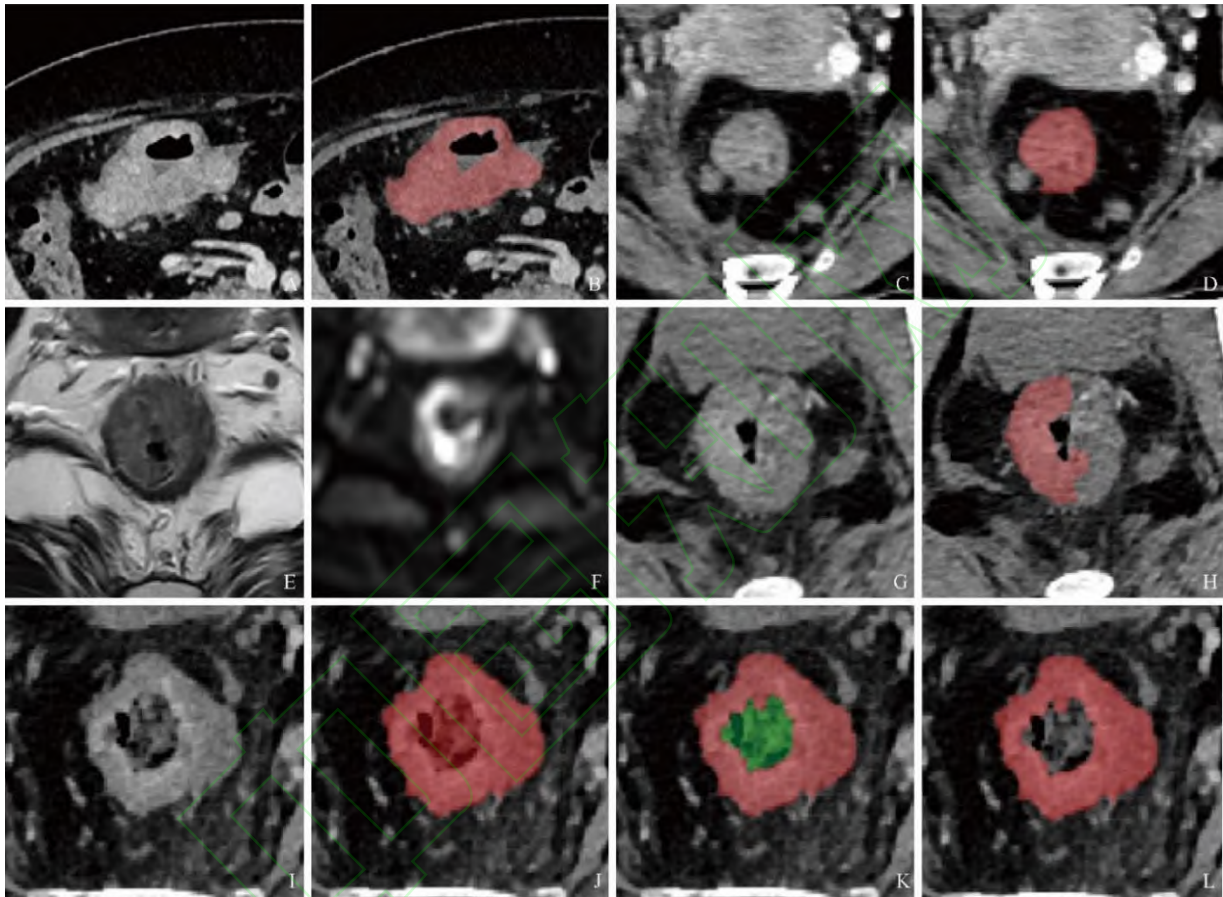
CRC原位肿瘤CT勾画方法。直接勾画法(A~D)：A、B为浸润型结肠癌，A为CT静脉期图像，示结肠肠壁弥漫性增厚，肠腔局部狭窄，沿病变边缘手动勾画ROI；B为标注后图像。C、D为直肠癌，C为CT静脉期图像，示直肠壁明显增厚，呈轻度强化，邻近脂肪间隙见多个小结节影；D为标注后图像。参考对照勾画法(E~H)：E~G分别为T2WI、DWI及CT静脉期图像，示直肠肠壁弥漫性增厚，环周范围<1/2，边缘光整；H为标注后图像。减影勾画法(I~L)：I为CT静脉期图像，示浸润型直肠癌，肠壁弥漫性增厚，周围脂肪间隙模糊；J示沿病灶外缘勾画ROI，K示沿病灶内缘勾画ROI，L为减影后图像
